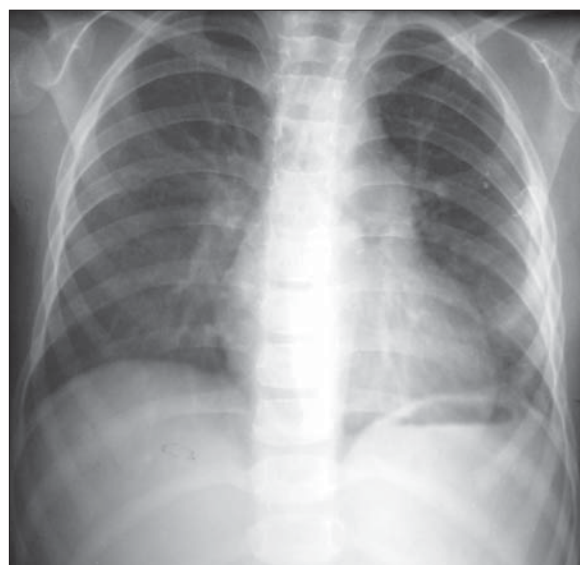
Persistență de canal arterial. 4 ani și 6 luni. Radiografie toracică AP. Hipertensiune pulmonară. Trunchiul pulmonarei bombat. Dilatare ventricul drept.
